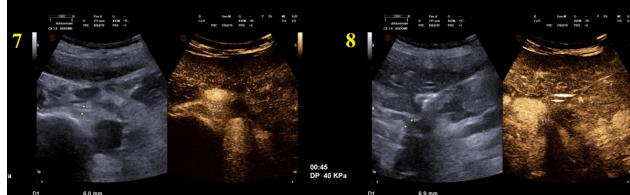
Arteria renale destra dopo somministrazione di mezzo di contrasto ecografico; si osservano segnali vascolari nel tratto medio-distale dell'arteria renale dx con omogenea perfusione del parenchima renale.
